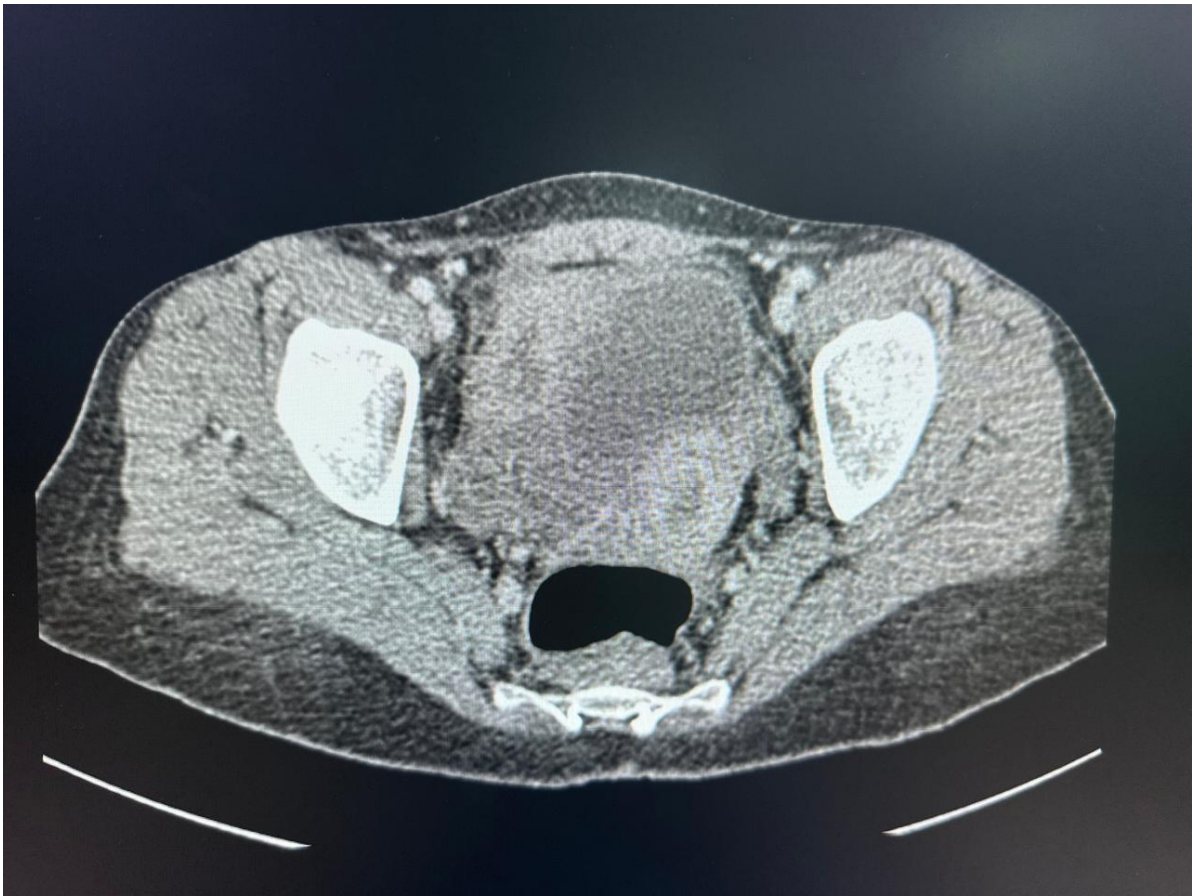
b:TDM pelvienne, coupe axiale : collection latéro-vésicale spontanément hypodense , évoquant une complication pénétrante d'une maladie de Crohn iléo-pelvienne. (Service de Radiologie, CHU Mohammed VI, Marrakech ,Image issue de notre série)
